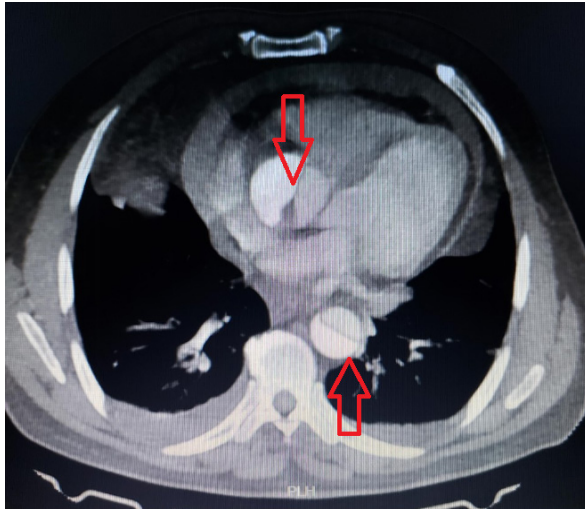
Tomografía toracoabdominal contrastada en un paciente con aneurisma disecante de aorta.
